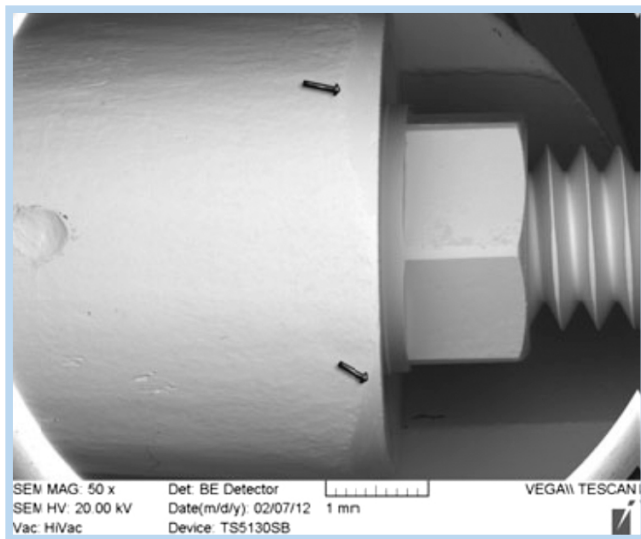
Abutment surface of ultrasonic cleaning: no pollution is revealed on the abutment surface, connection and screw¹⁶. Reused from the article of Canullo et al.¹⁶ (Clin Oral Implants Res. 2013; 24: 606–611).
